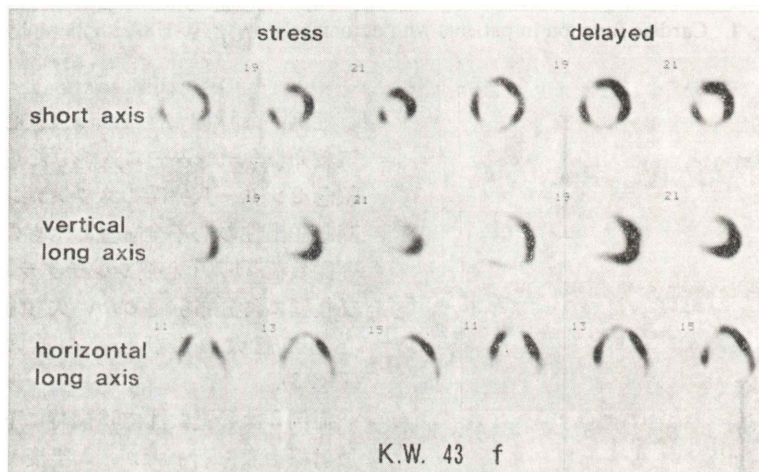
(a) Representative case of exercise  $^{201}\text{Tl}$  myocardial scintigraphy shows dilated left ventricle and no redistributed hypoperfusion areas.
